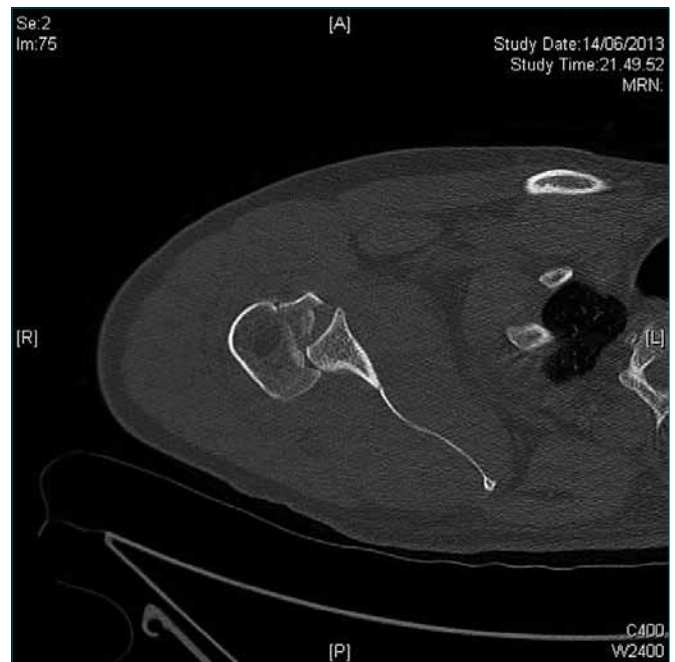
TC pre-intervento spalla destra.
